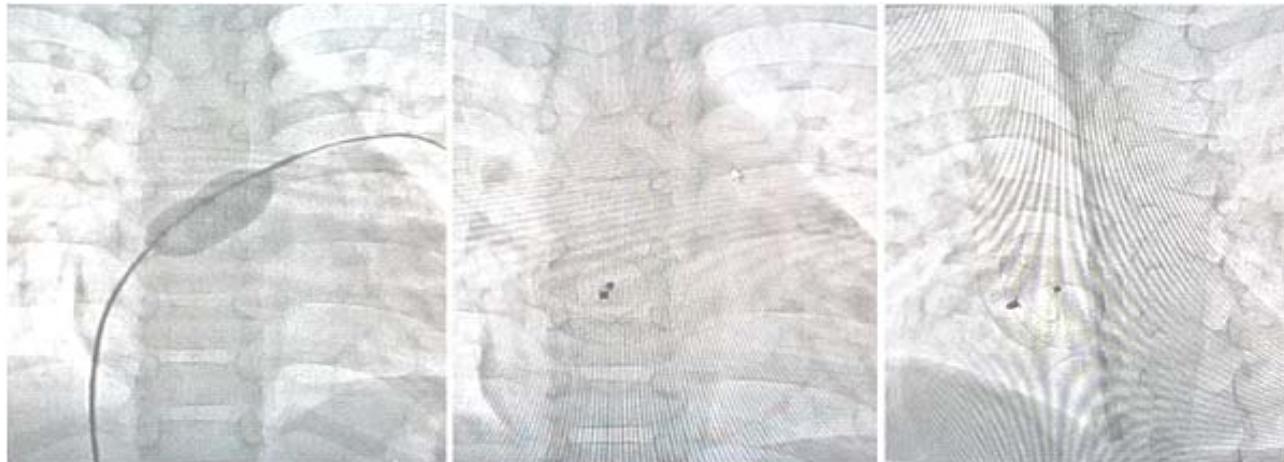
Окклузияҳои НДБП бо дастгоҳи худхаммарказкунандай Amplatzer® Septal Occluder.
